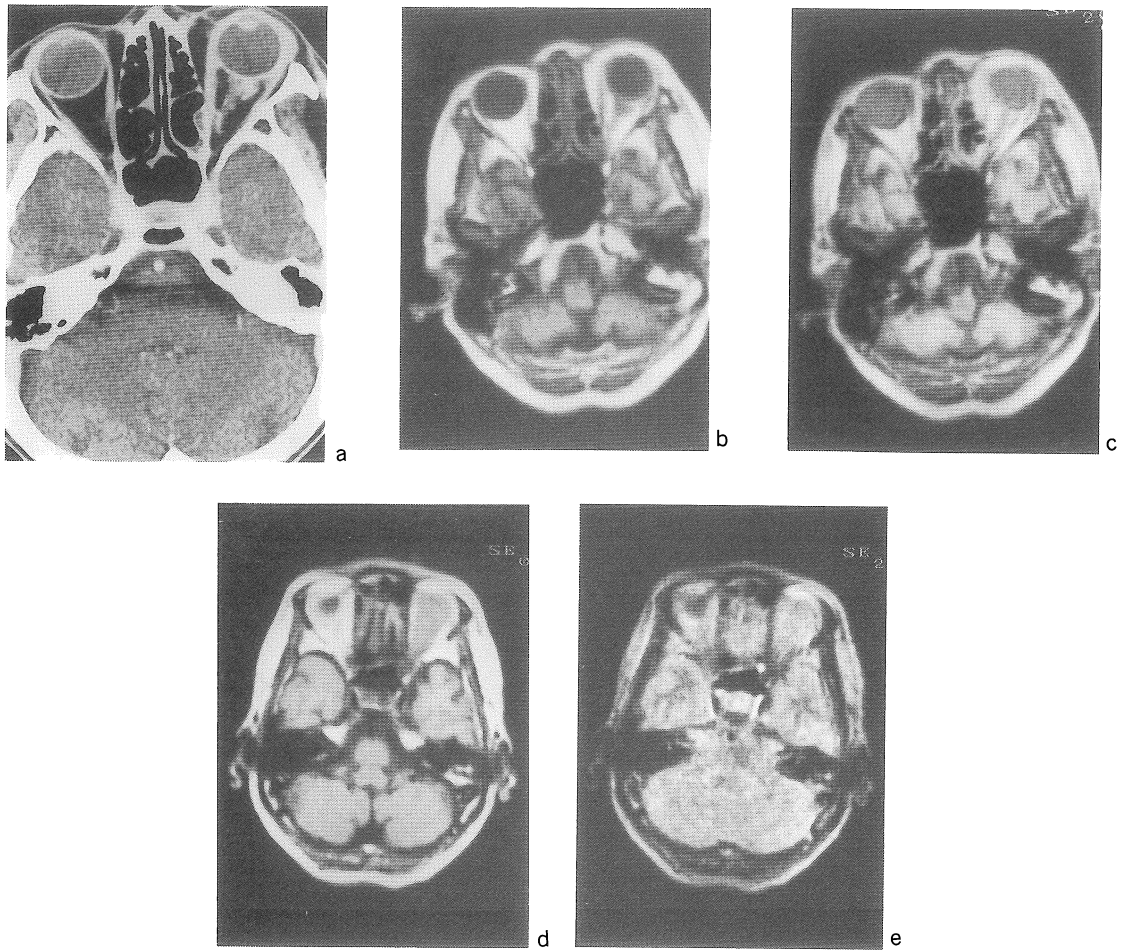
60歳女性 眼窩偽腫瘍 (MRT-22 A)
